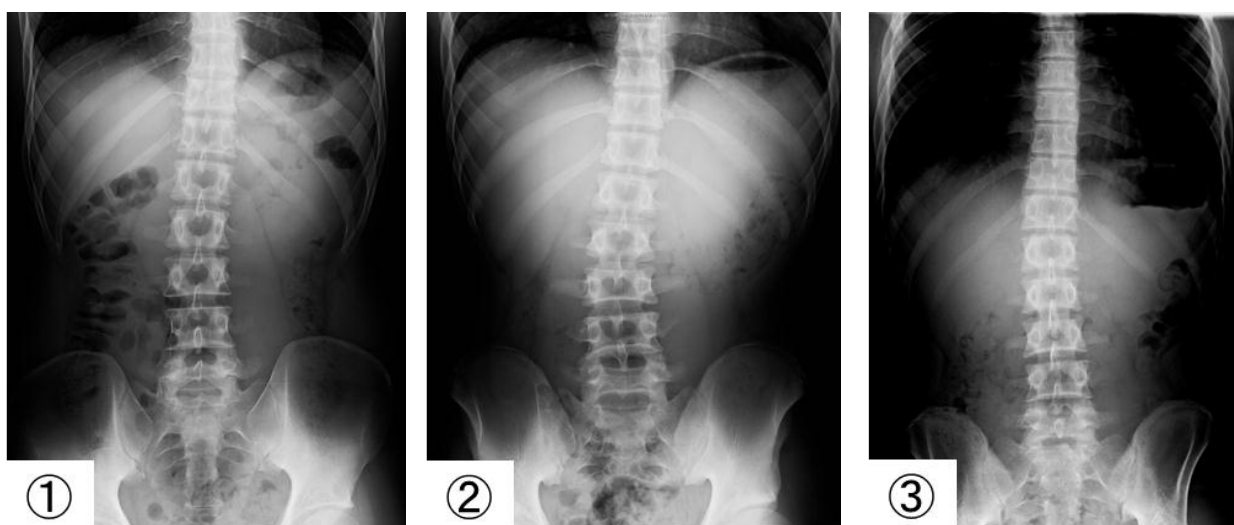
側弯を有する男子選手のX線画像（番号は表7に対応）
